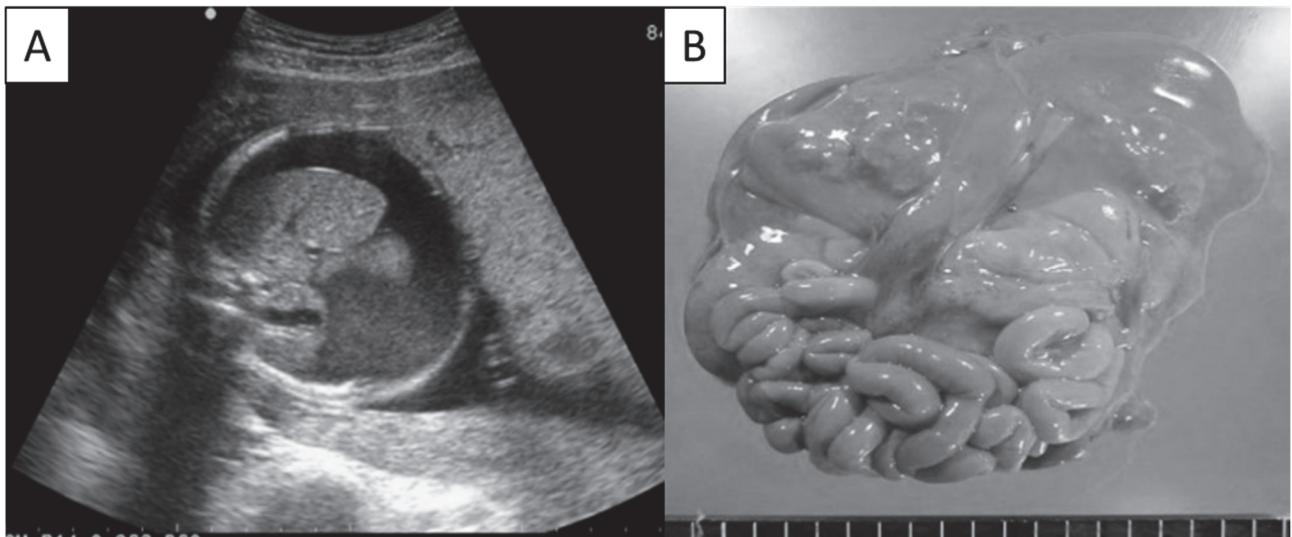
子宮内胎児死亡前の超音波検査所見と剖検時のマクロ所見
